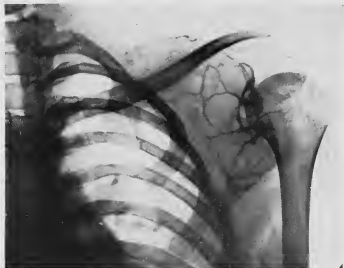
Radiographie mai 1943.
